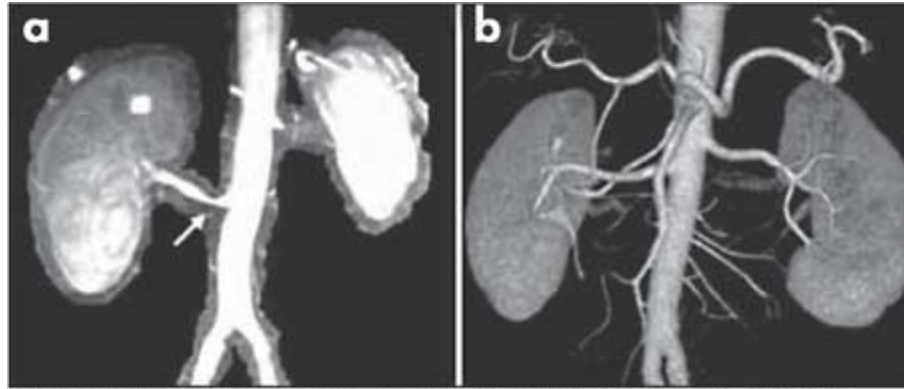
МСКТ у пацієнта з вазоренальною артеріальною гіпертензією. Стеноз правої ниркової артерії
